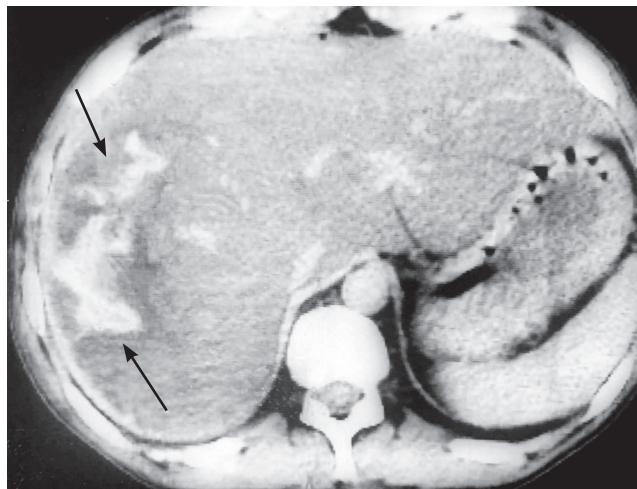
КТ органов брюшной полости в паренхиматозную фазу сканирования. Пациент 63 лет. Спонтанный разрыв паренхимы печени невыясненного генеза. Экстравазация контрастного препарата в ткань поврежденной печени (стрелки)
